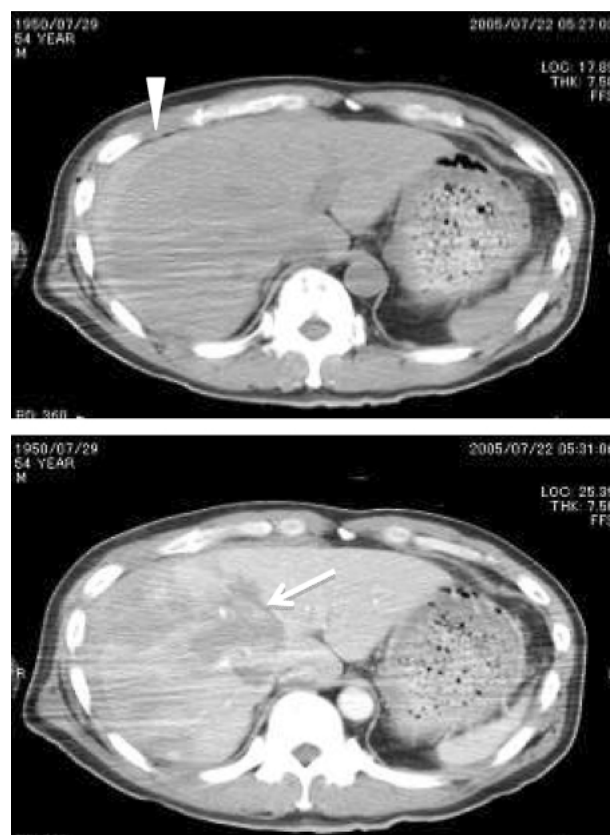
外傷性肝損傷 54歳男性 単純+造影CT：受傷直後の単純CTでは肝損傷の程度はそれ程ひどくないと思われた。このCT2枚は1時間半経過後のもので、造影することで損傷がほぼ肝右葉全体に及んでいることがわかる(矢印)。腹腔内への出血は多くなく(矢頭は腹腔内の血液)、保存的治療で軽快した。
